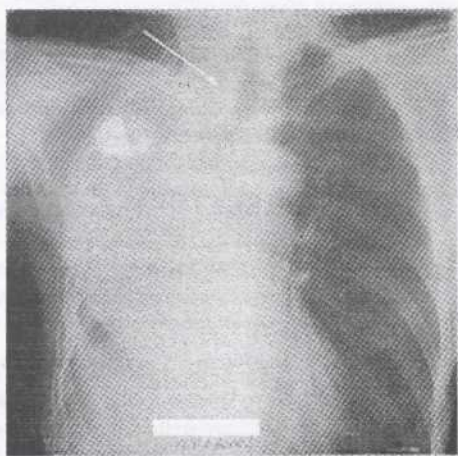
Обзорная рентгенография органов грудной полости больного О. через 20 мес после пневмонэктомии справа. Шейный отдел трахеи сдавлен опухолью (указана стрелкой) правой надключичной области
